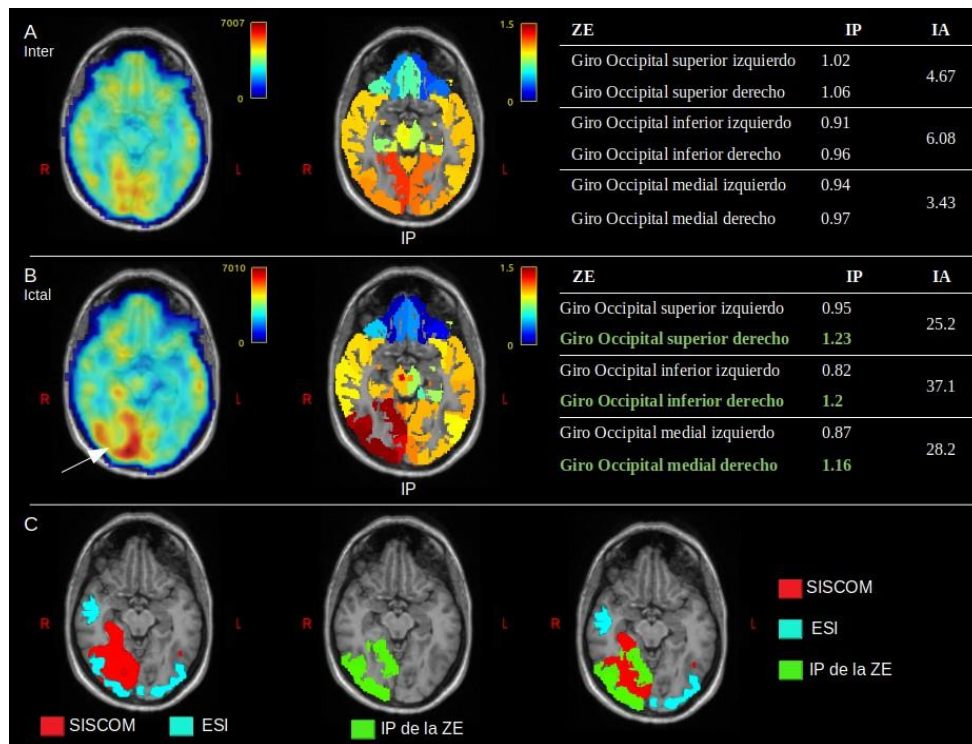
Paciente 4. A) y B) son los estudios inter ictal e ictal, respectivamente. De izquierda a derecha: Co-registro de la IRM con estudio SPECT, co-registro de IRM con mapa de los IP para cada ROI y tabla con métricas de cuantificación del FSC en la ZE. C) Rojo: ZE estimada a través de la metodología SISCOM; Azul: ZE estimada por la solución inversa del EEG ictal (ESI). El mapa de IP para la ZE se representa en verde.
